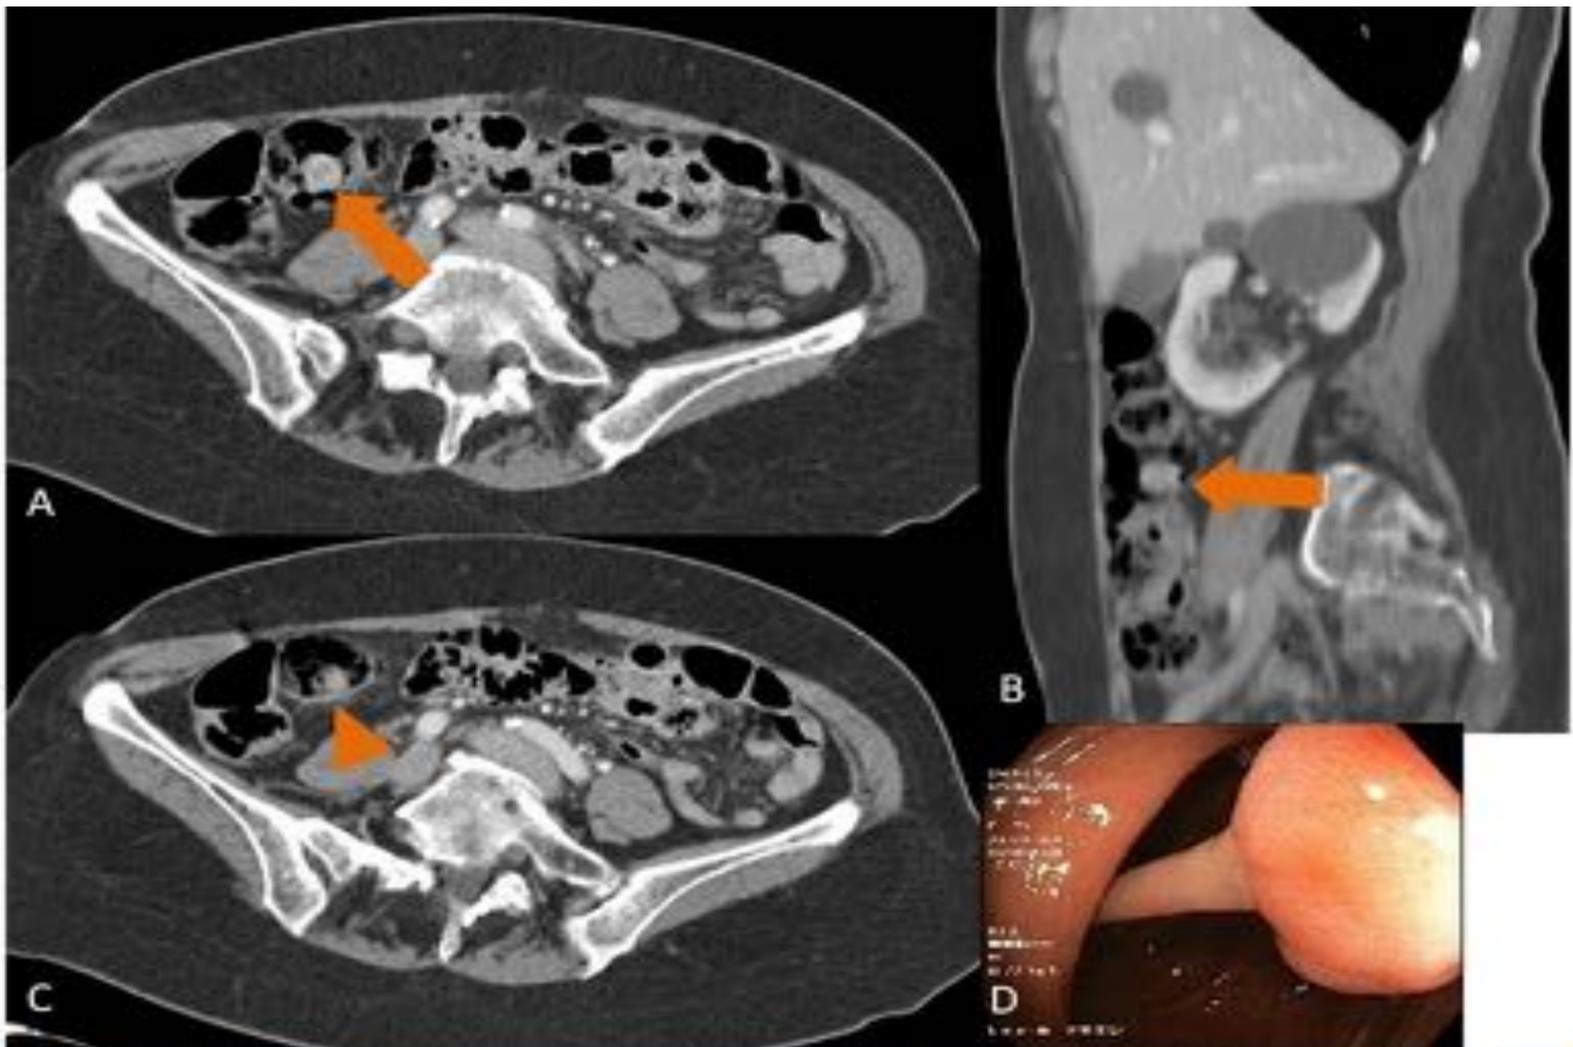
Paciente varón de 90 años en seguimiento por cáncer de próstata con metástasis óseas, se realiza TC. En el estudio previo, A, no se identificó el pólipo localizado en el margen izquierdo del sigma (*flecha*) que se aprecia en el estudio actual: axial, B, y coronal, C. El pólipo fue resecado en la colonoscopia y el resultado AP fue adenoma tubulovelloso.
